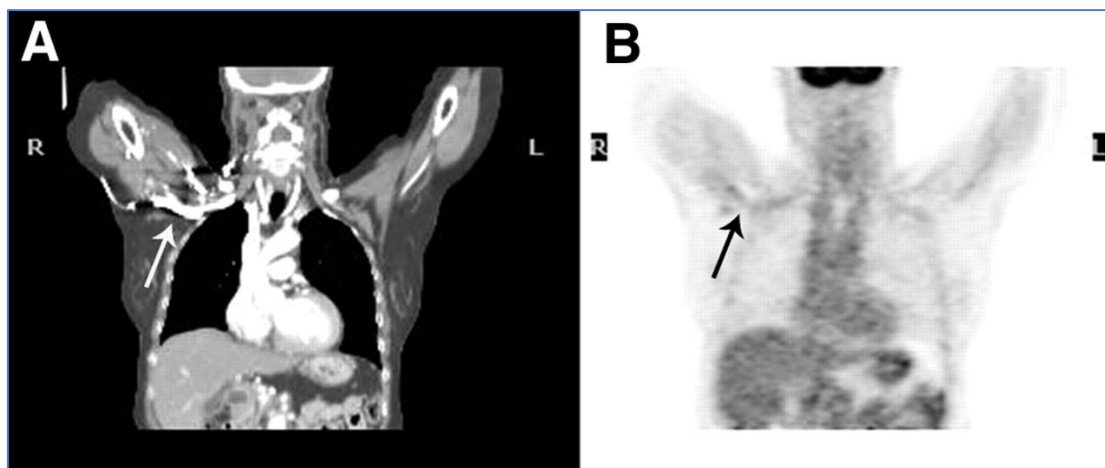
Αναντιστοιχία εντοπισμού της βλάβης μεταξύ αξονικής τομογραφίας και απεικονίσεων PET, Η αλλοίωση που παρατηρείται στον αριστερό πνεύμονα στην εικόνα της αξονικής (Α) δεν υπάρχει στην αντίστοιχη εικόνα PET (Β), πηγή: [20]
